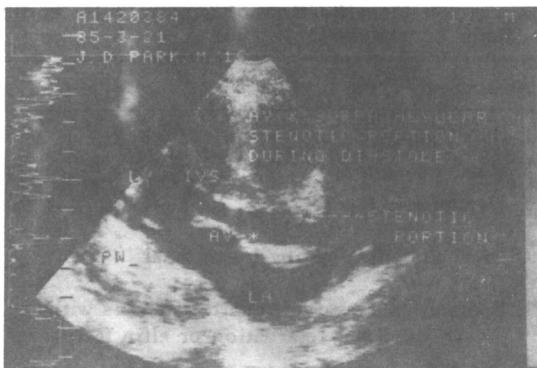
2-Dimensional echocardiogram is suggestive of supravalvular aortic stenosis.
